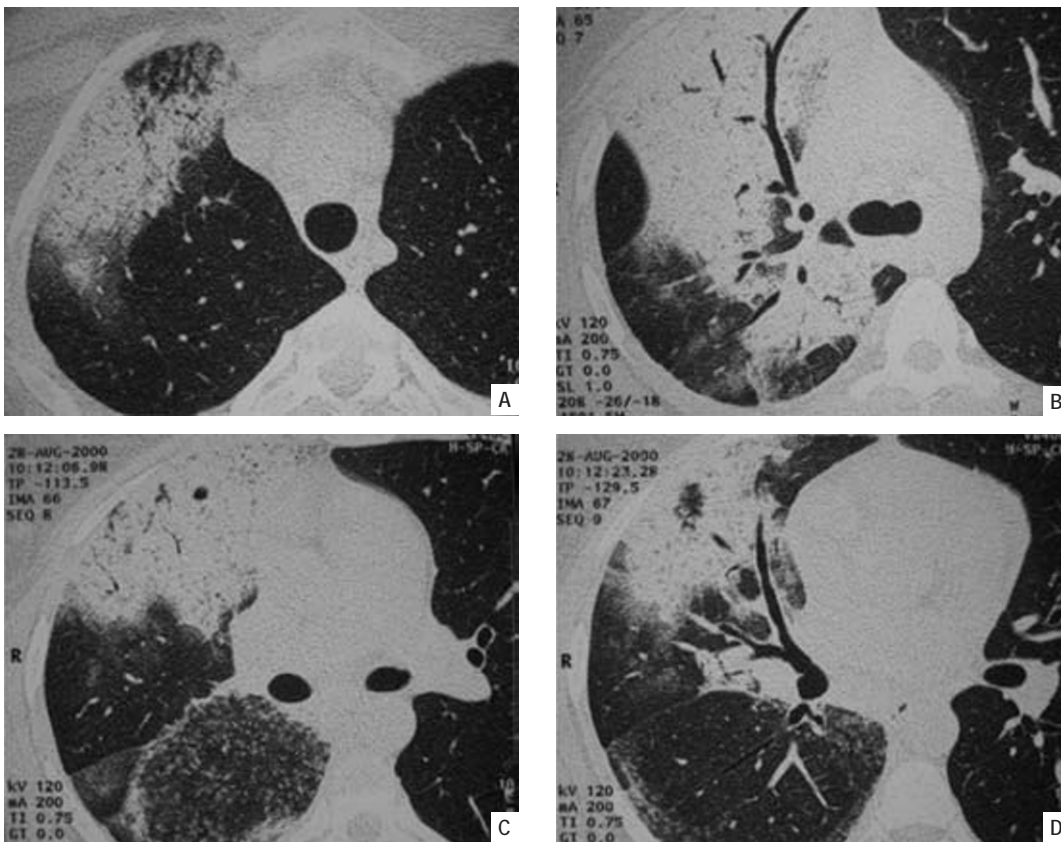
(A a D) – Cortes de TC do tórax sagittais de um doente, seguido na nossa consulta, onde se realça a extensão do envolvimento de quase todo o hemitórax direito
